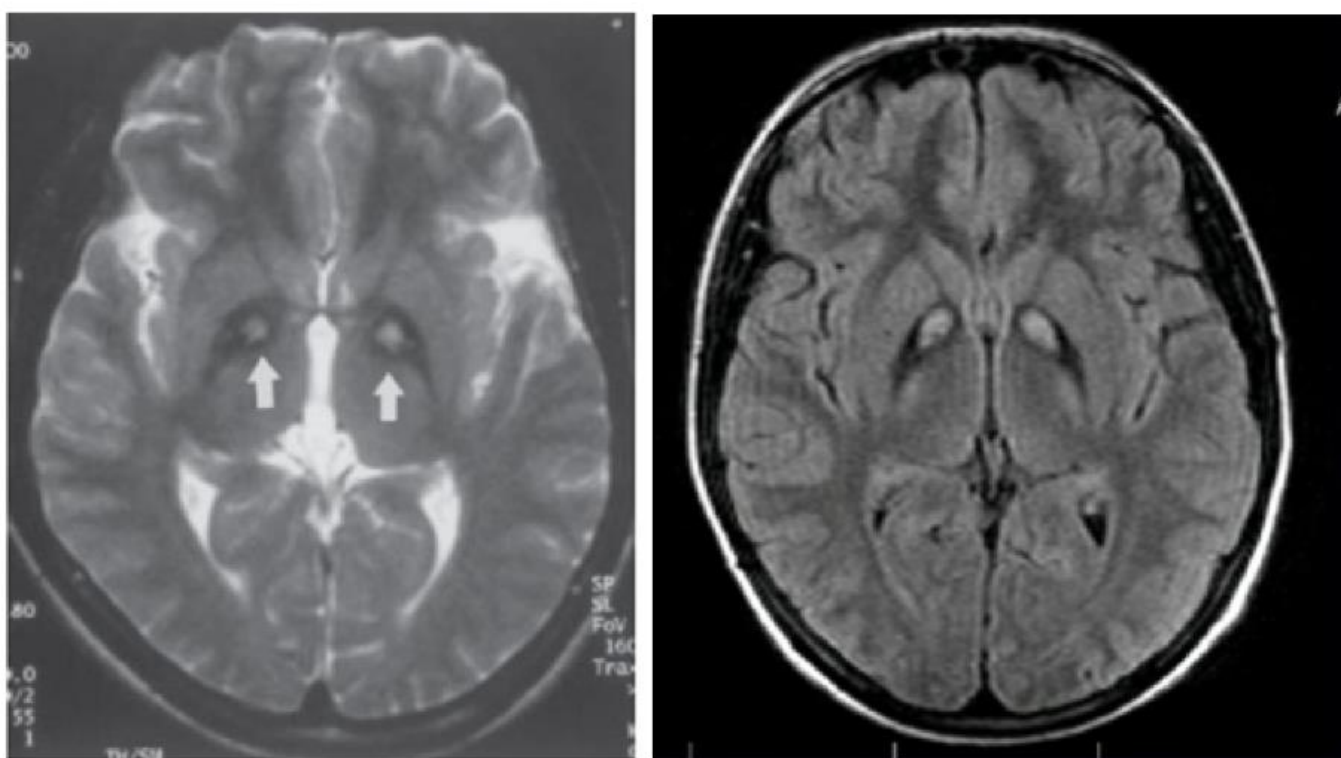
Патогномоничная МРТ-картина «глаз тигра».
